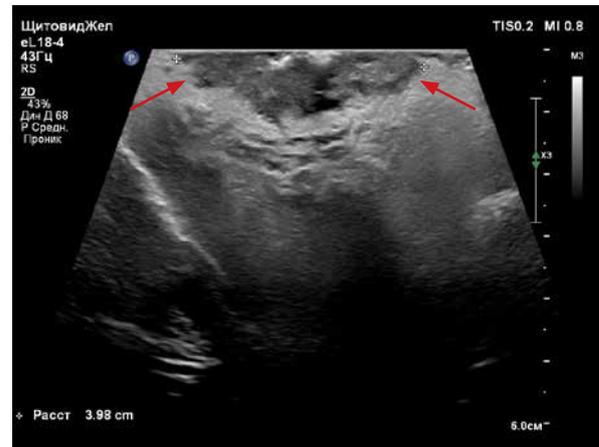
Ультразвуковая томограмма, трансоральное исследование. Рак языка, протяженность опухоли – 3,9 см
